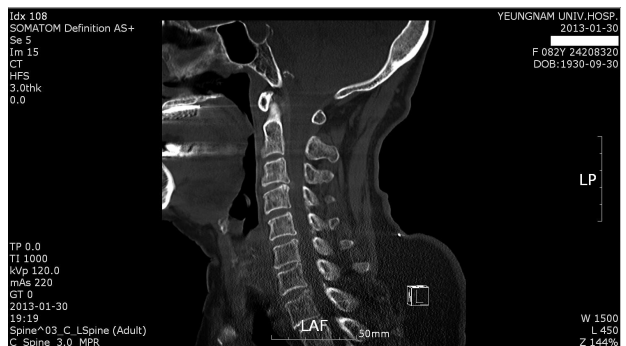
Sagittal CT of case 2. Herniated intervertebral discs of C3-4, C5-6, C6-7 level.
